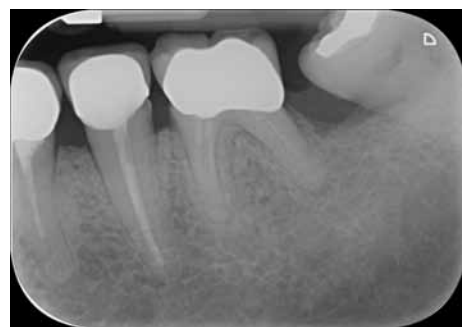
Ad un esame radiografico iniziale non si evidenziano lesioni ossee. La corona sul 36 viene ricementata e la paziente messa in un programma di mantenimento.
